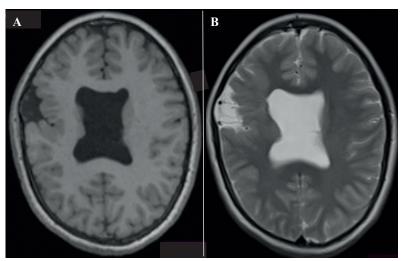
Resonancia magnética simple de cerebro. A) Corte axial con vista ponderada en T1 y B) T2 observando ausencia del septum pellucidum que provoca alteración de la morfología del sistema ventricular.
